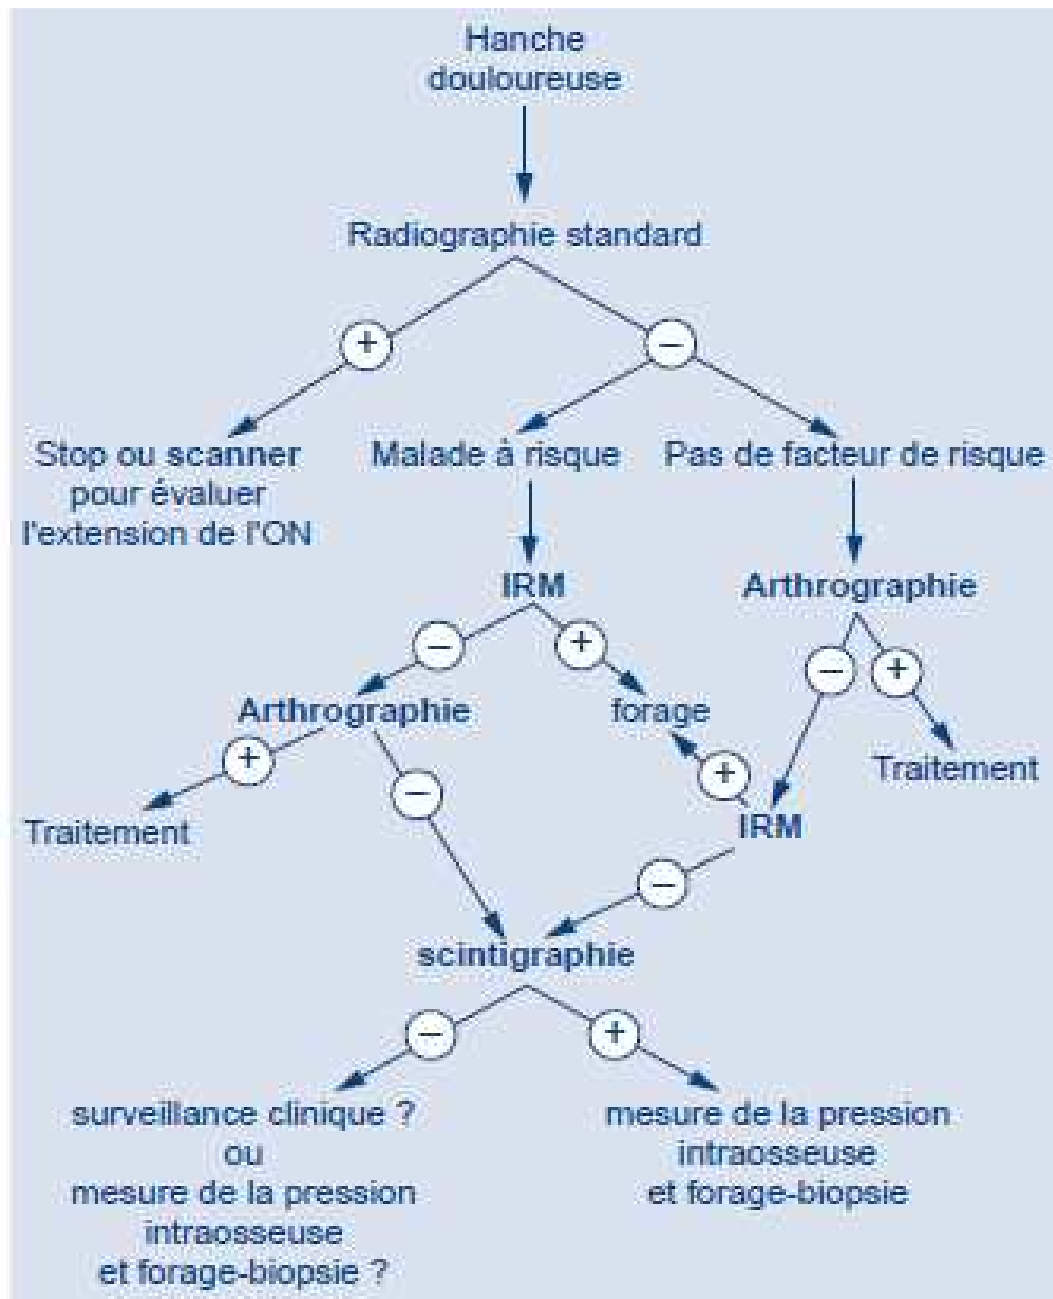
Algorithme pour le diagnostic d'une douleur de hanche avec radiographie normale[1].
